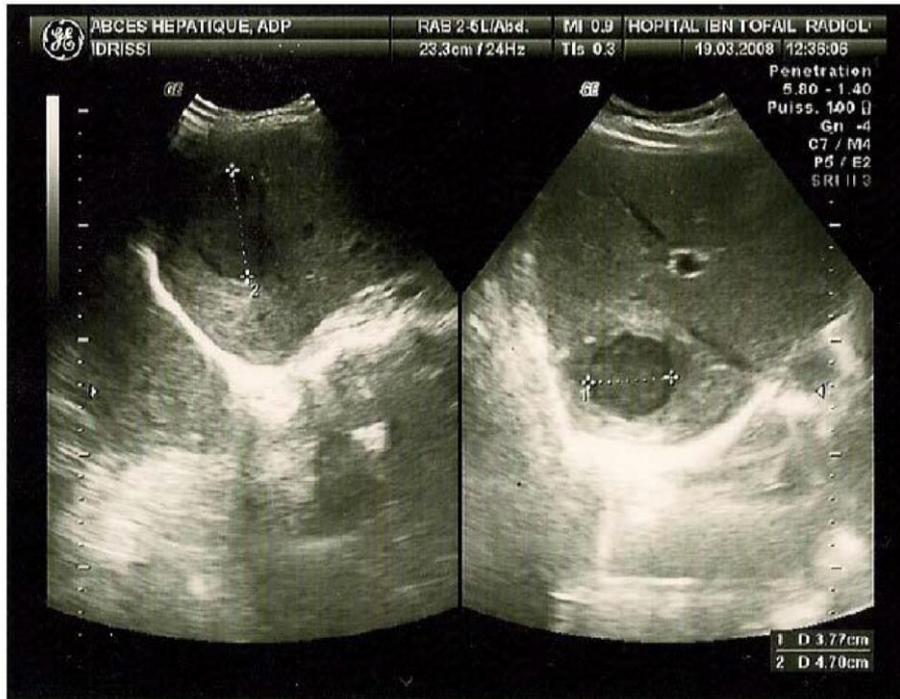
Image échographique montrant un abcès du foie de 3,77×4,7 cm au niveau du foie droit segment V
